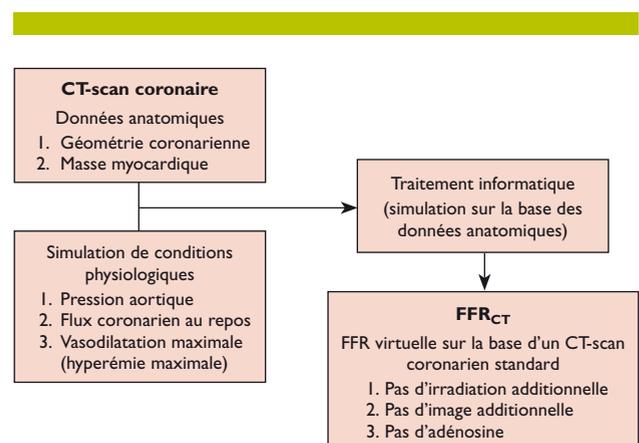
La FFR_{CT} se mesure par traitement informatique sur la base d'un CT-scan coronarien standard, et permet d'avoir la mesure de la FFR à n'importe quel endroit de l'arbre coronarien
